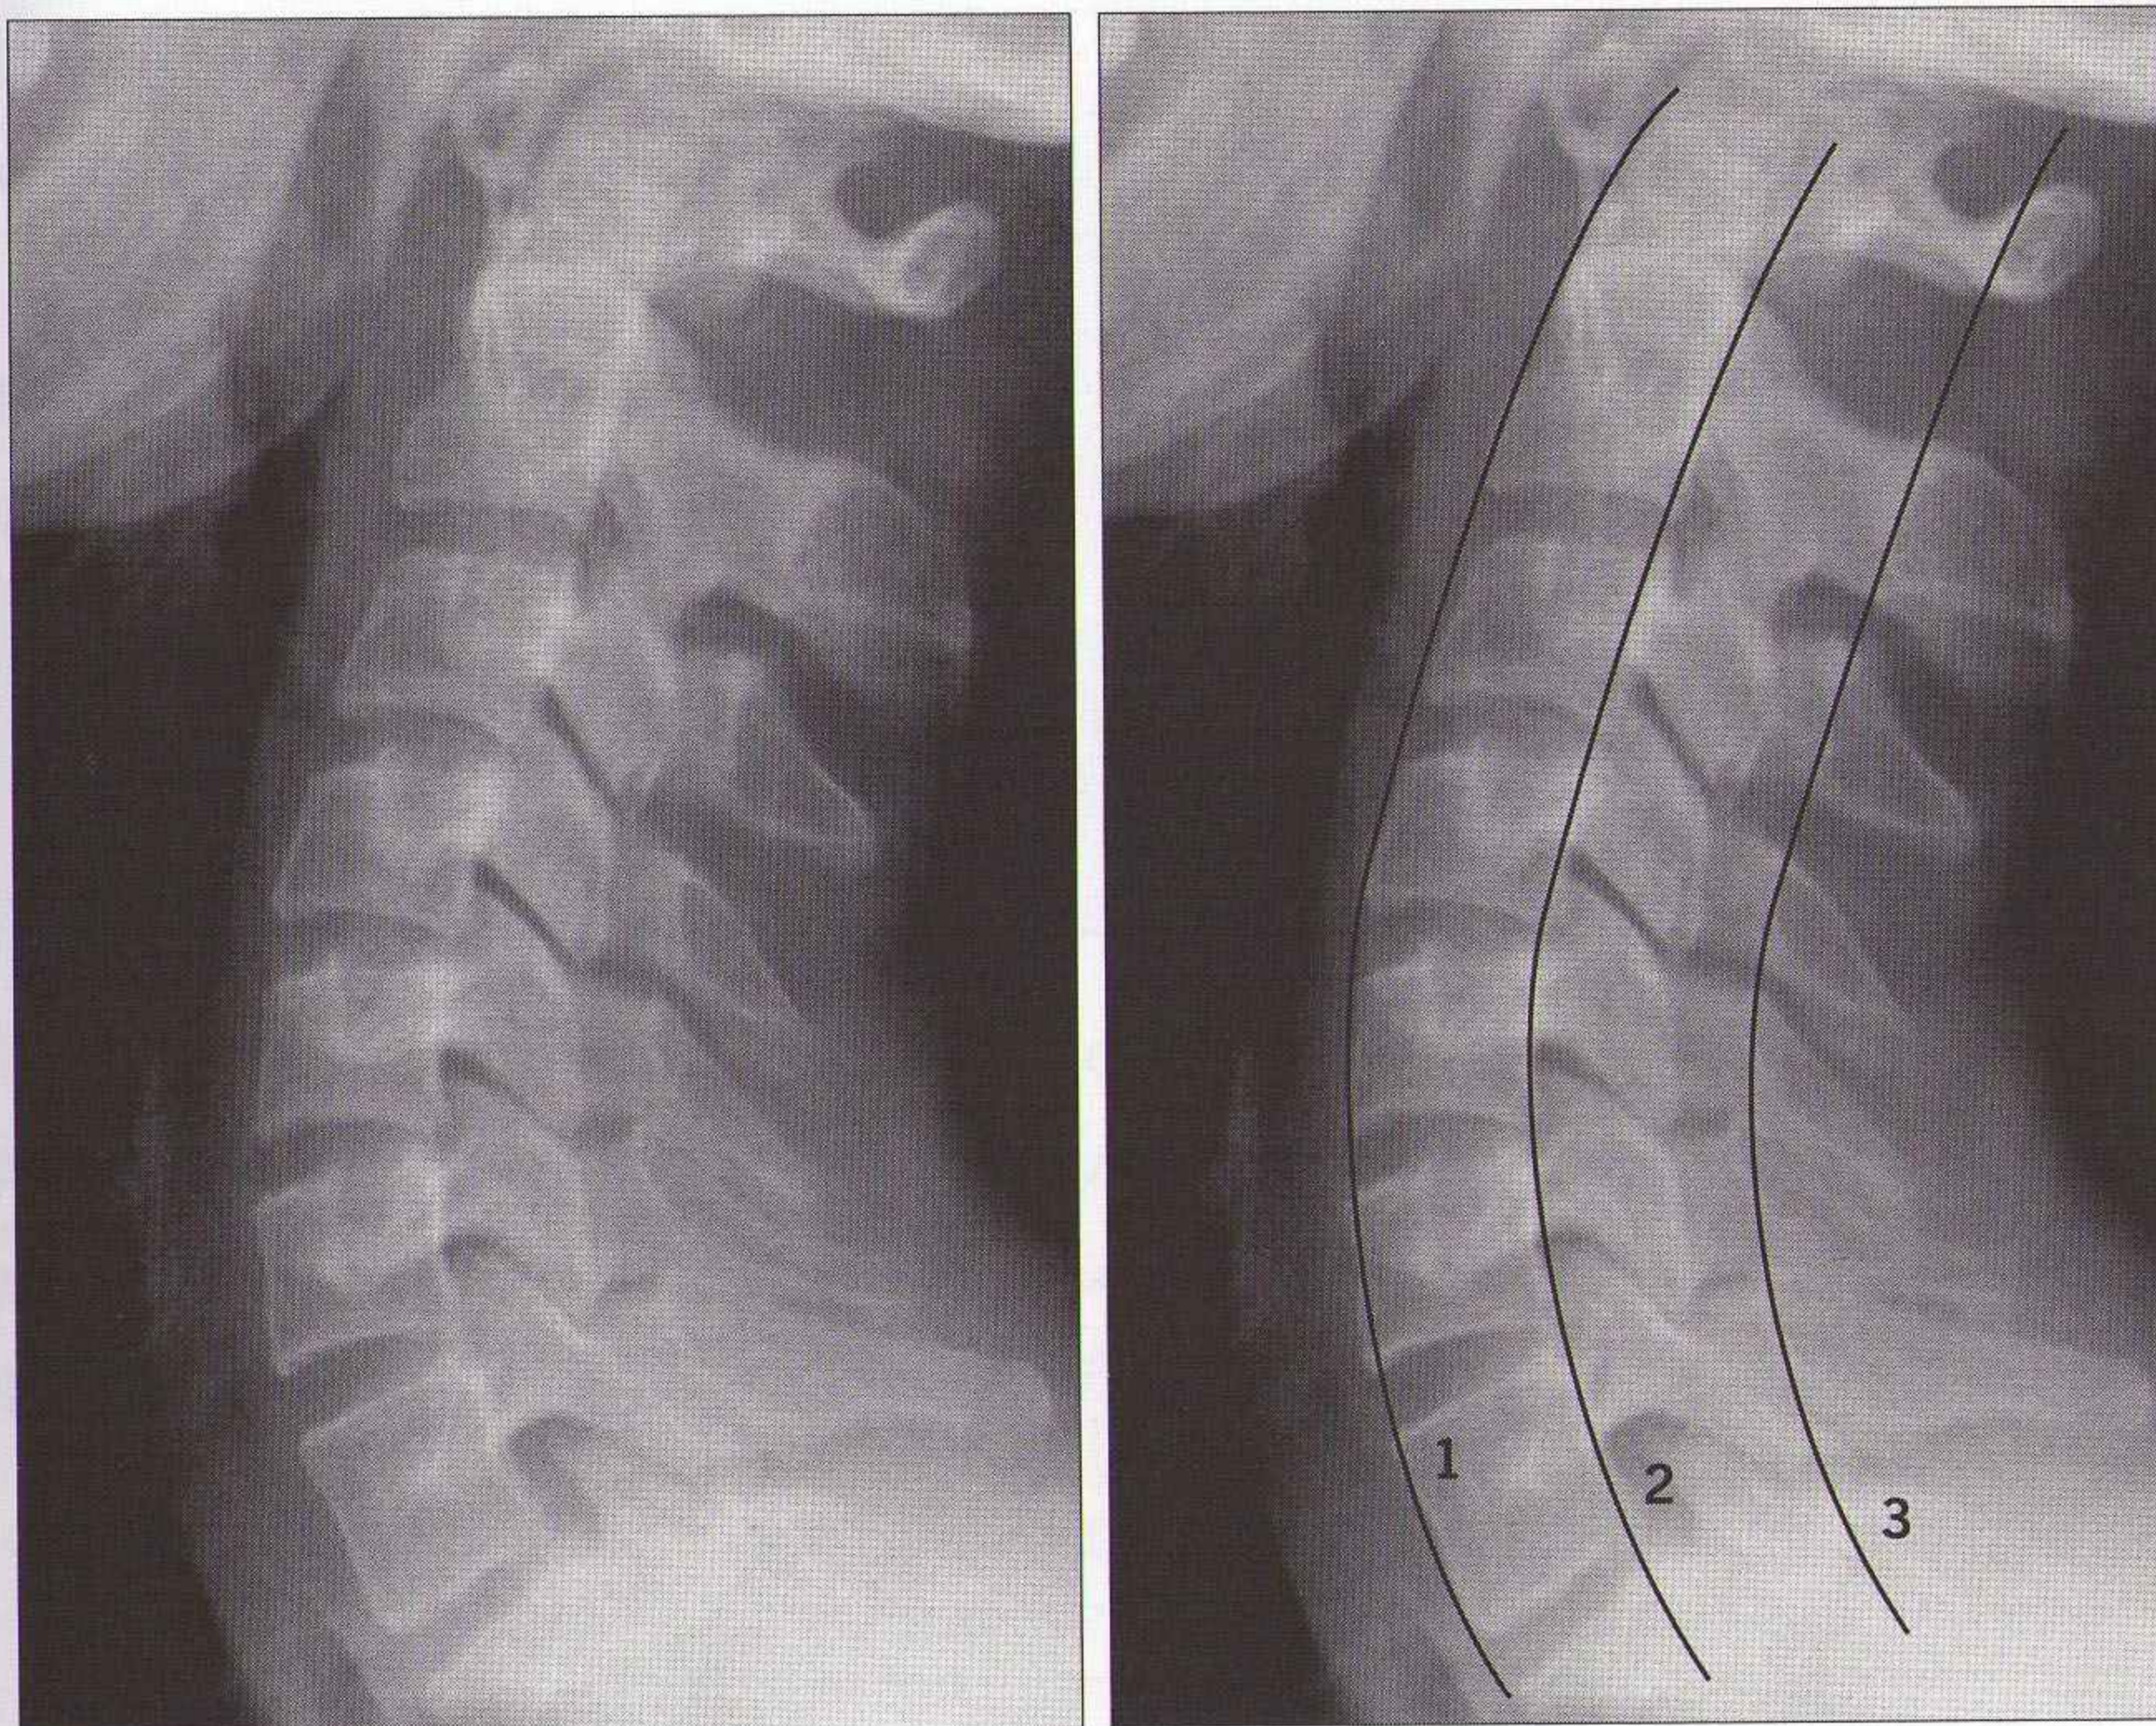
Radiographie de profil normale : le plateau supérieur de la vertèbre T1 doit être visible. Les trois arcs doivent être contrôlés chez tous les patients. Ces lignes indiquent si l'alignement vertébral est normal.
